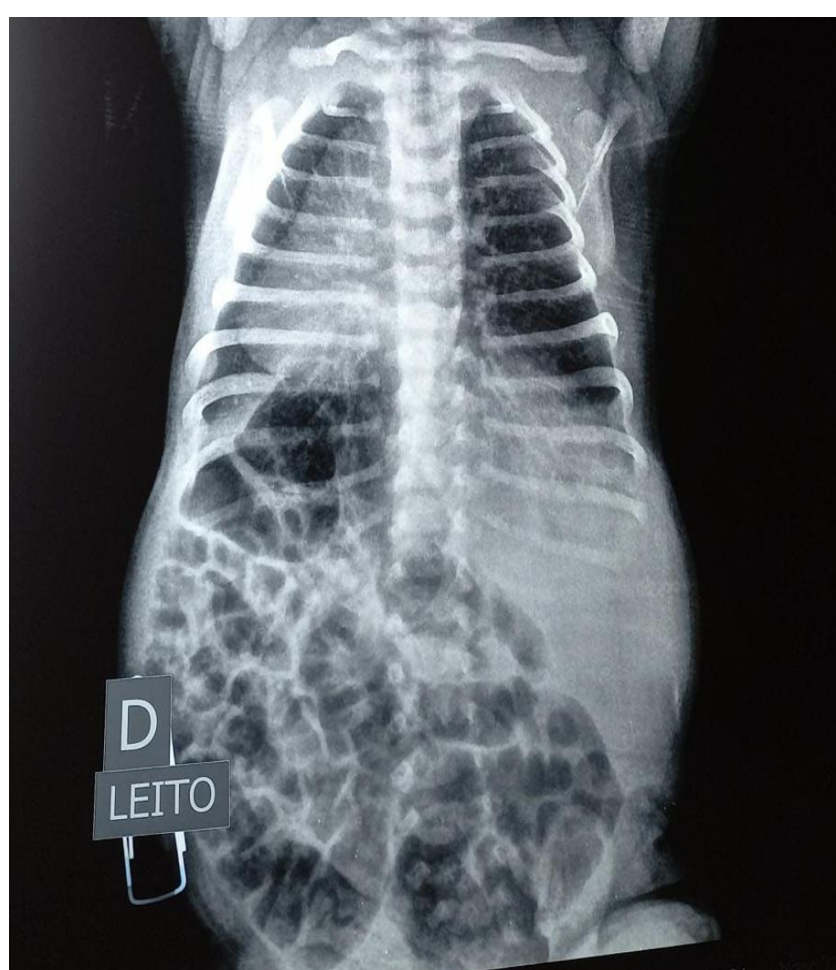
Radiografia evidenciando situs inversus totalis no paciente.
